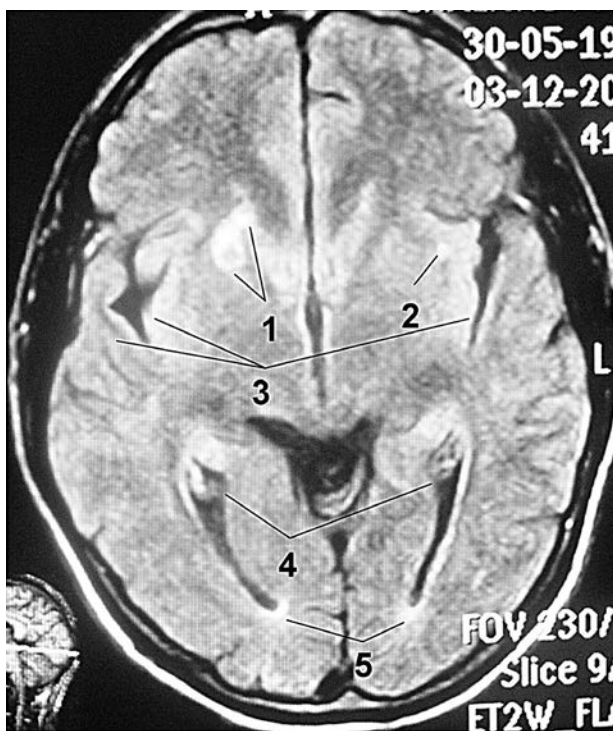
МРТ у режимі FLAIR в аксіальній проекції головного мозку пацієнта з верифікованою HHV-6-нейроінфекцією та формуванням локального вогнища в лобній частці (пояснення в тексті)
